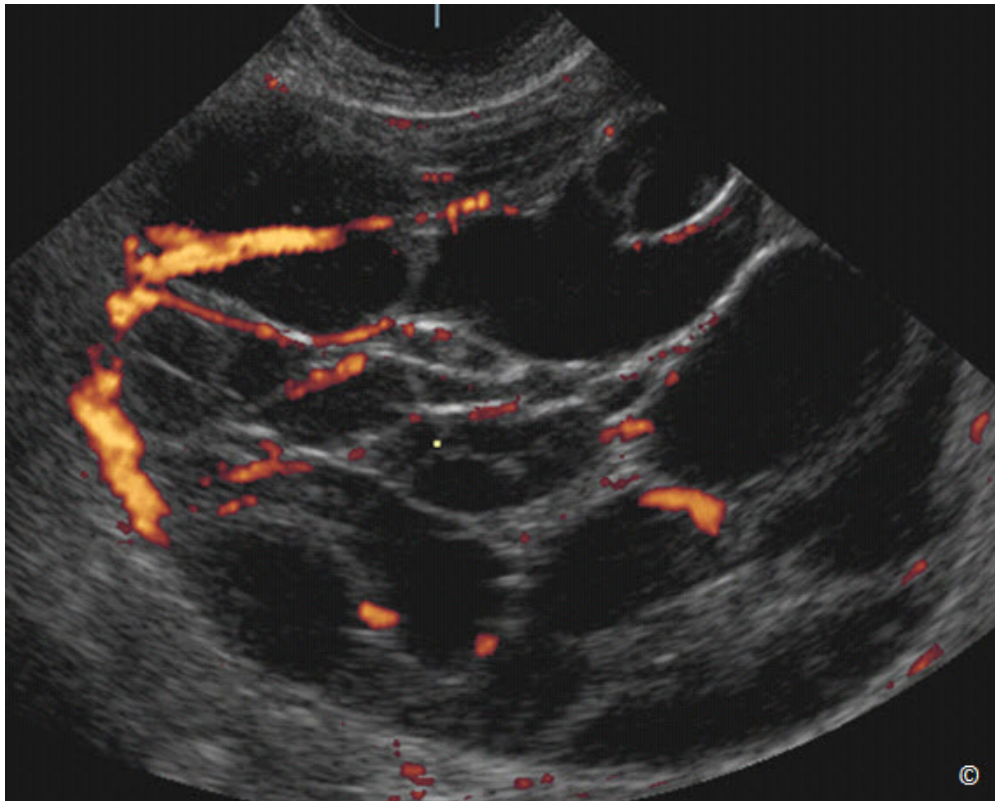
Ultrasonido transvaginal con color de alta definición en un cistoadenocarcinoma mucinoso “borderline”. Obsérvese la presencia de múltiples septos gruesos con vascularización señalados por el Doppler en color de alta definición.
